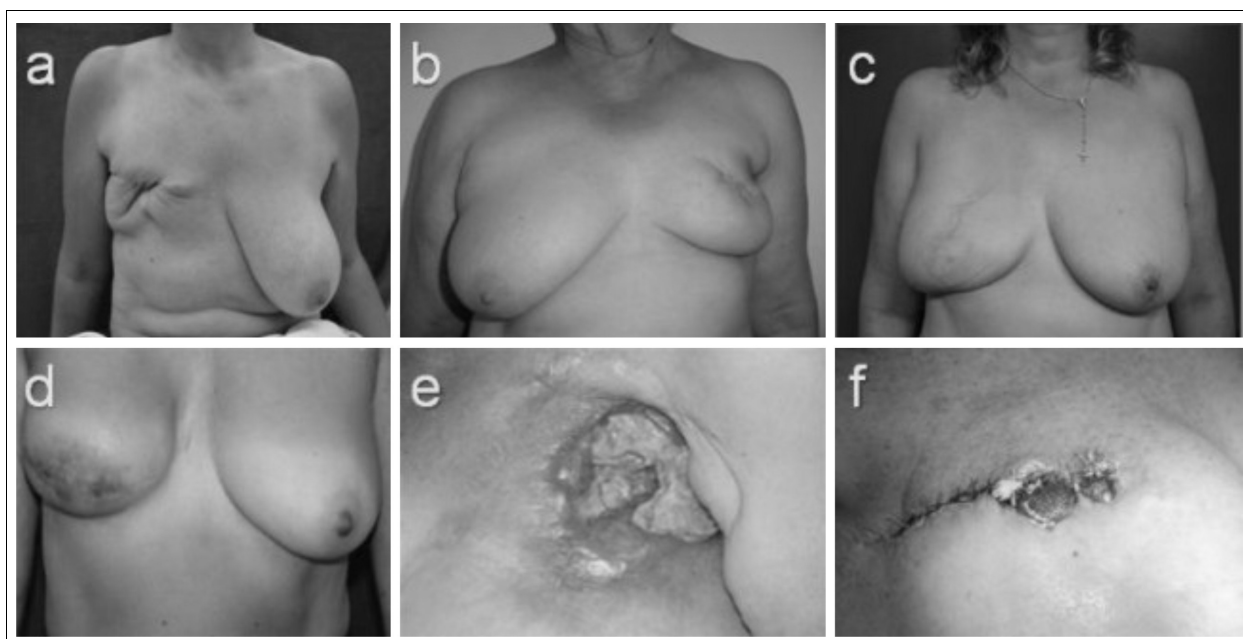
Indicaciones: a. Secuela de mastectomía y radioterapia; b. Secuela de tratamiento conservador; c. Secuela de radioterapia con *tram flap*; d. Secuela de RM con prótesis y radioterapia; e. Úlcera actínica; f. RM con prótesis y radioterapia, extrusión protésica sin infección.
